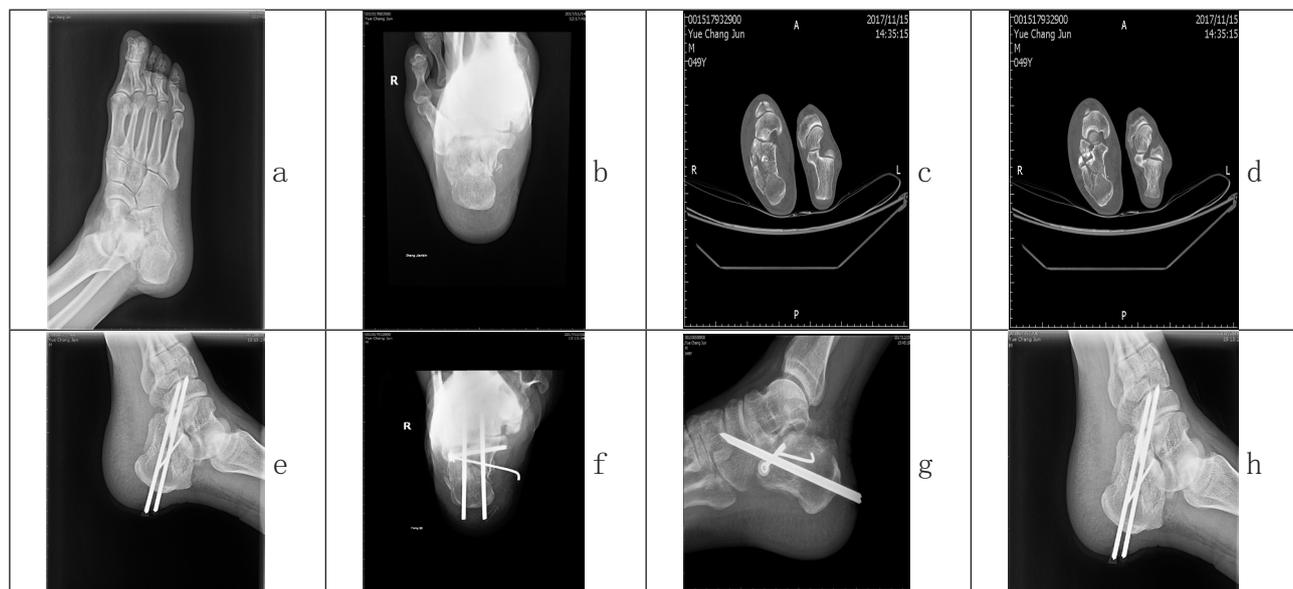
患者为男性，29 岁，高处坠落伤致右跟骨骨折，住院 2 日后行斯氏针撬拨有限切开复位内固定术，术后功能恢复良好 a、b 为受伤后的 X 光正侧位片；c、d 为跟骨骨折的 CT 片；e、f 为手术后当日 X 光正侧位片；g、h 为手术后 1 个月时 X 光正侧位片
